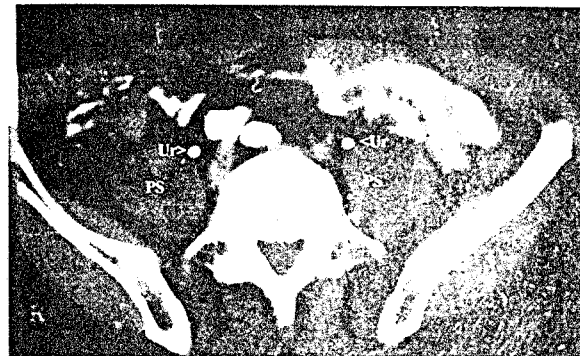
Secțiune tomografică la nivelul pelvisului. Ur - uretere, PS - mușchi psoas.
